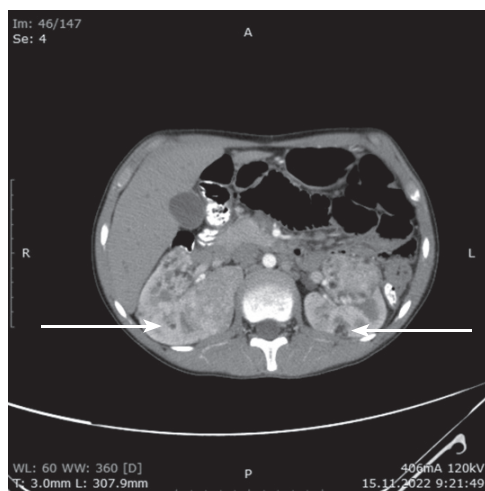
КТ ОБП. Визуализация расширенных чашечек в проекции верхней доли левой почки. Патологическое образование в проекциях верхнего полюса правой почки и верхнего полюса левой почки
